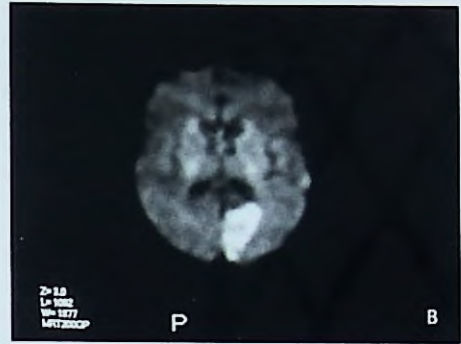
Paciente de sexo femenino (76 años) con intensas cefaleas temporales derechas y trastornos visuales que se instalan en 48 horas (hemianopsia derecha) A. Se observa tumefacción dolorosa ("cordón") de la arteria temporal superficial, típica de la arteritis temporal. Eritrosedimentación 98 mm. B. RM (secuencia de difusión) infarto agudo occipital izquierdo. C. Angiorresonancia magnética que muestra estenosis segmentaria de la arteria cerebral posterior izquierda.
